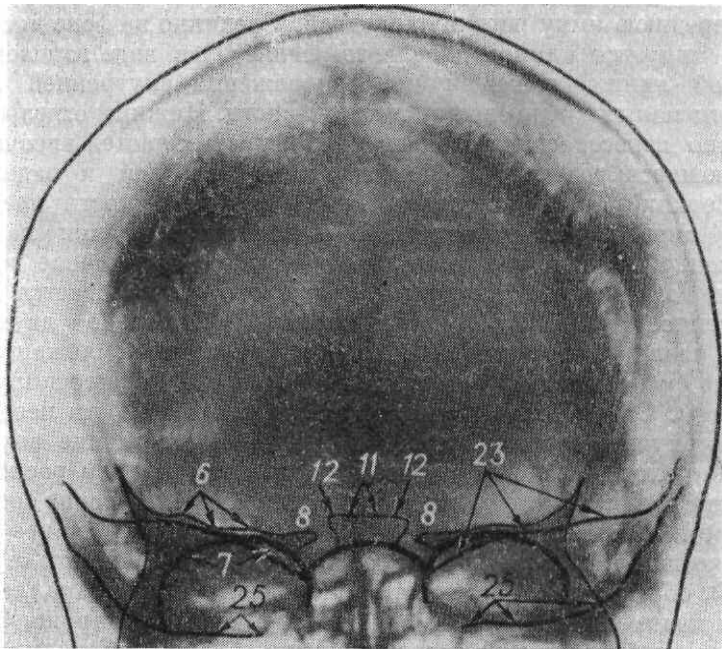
Рентгенограмма черепа в носо-подбородочной проекции.
